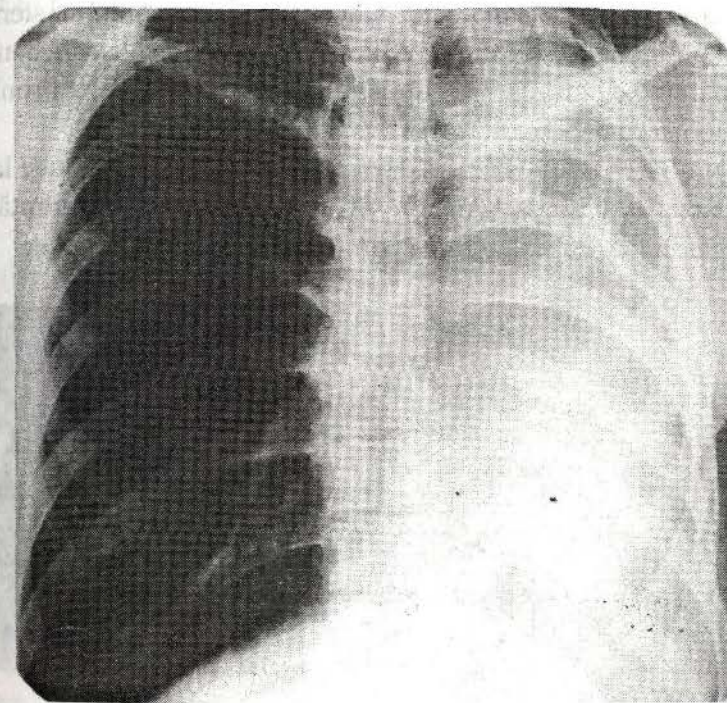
Radiografie de ansamblu a organelor cutiei toracice. Opacitate totală pe dreapta – fibrotorax postpneumonectomie.
